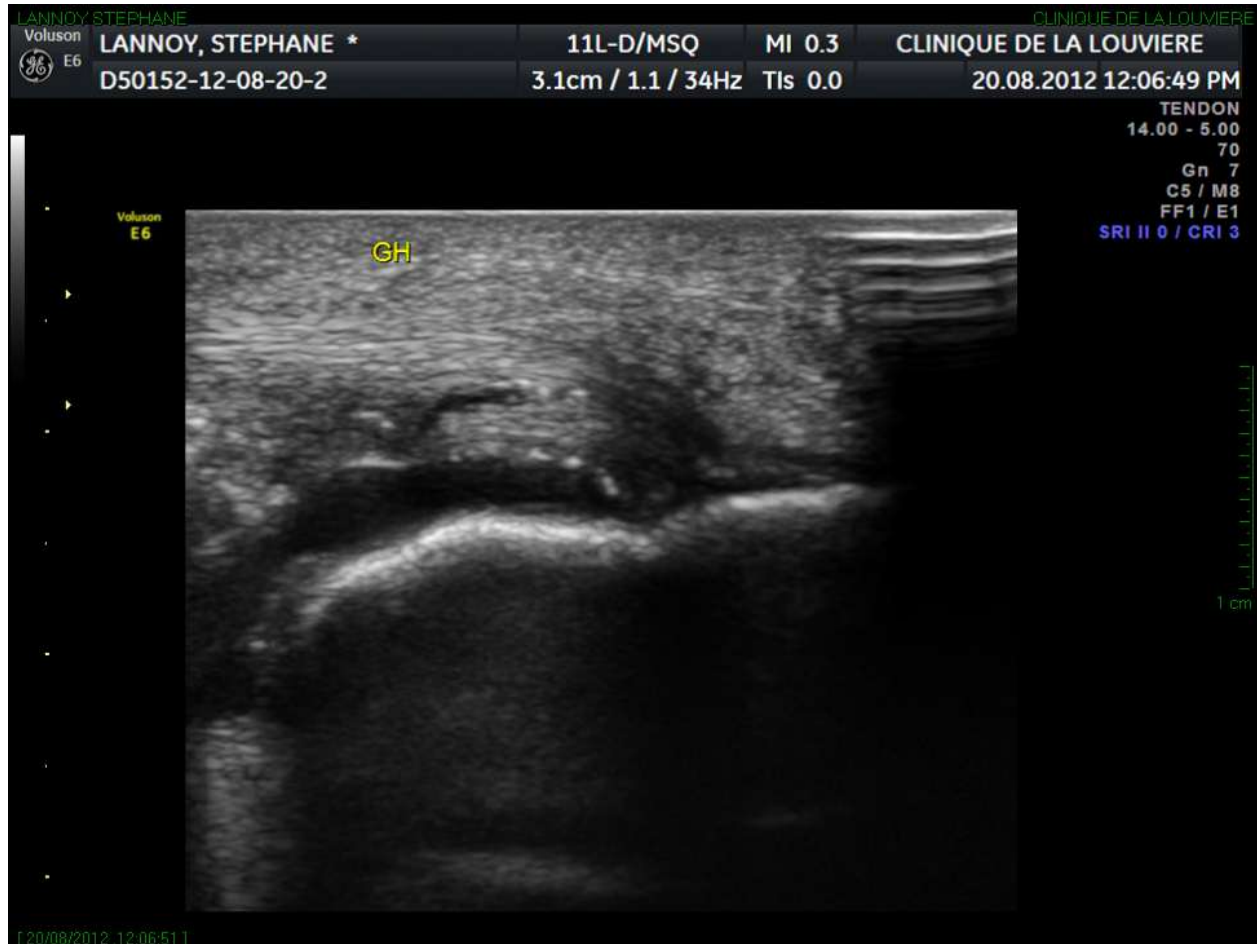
Image échographique 6 semaines après 3 injections réalisées à 1 semaine d'intervalle
